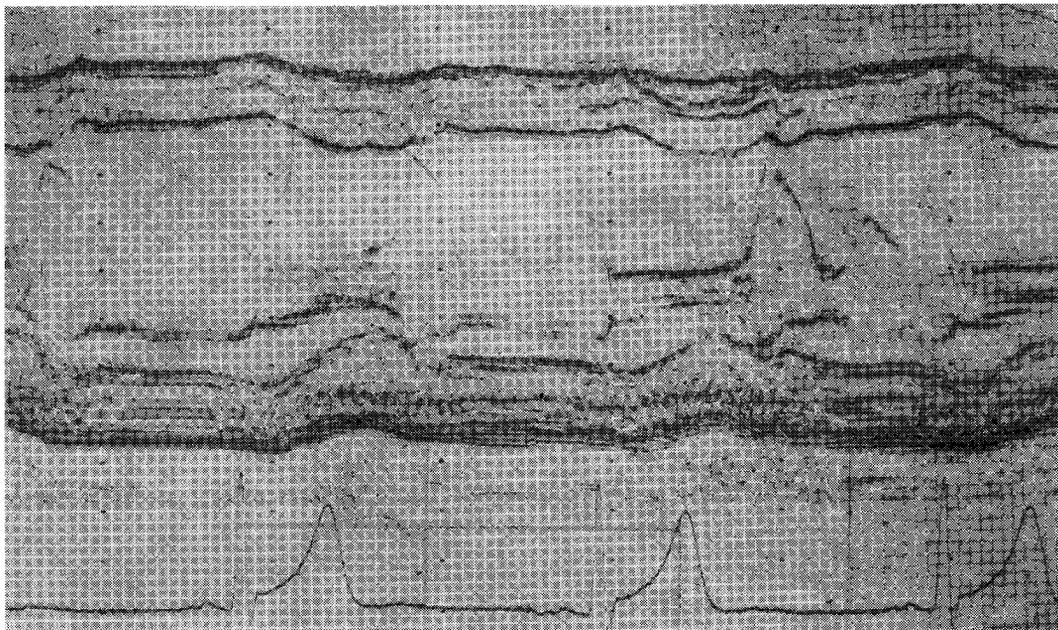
Velocista. Ecocardiogramma in M-mode delle cavità ventricolari. Rispetto ai soggetti sedentari si rileva un lieve incremento dei diametri trasversi del ventricolo sinistro e degli spessori delle sue pareti.
